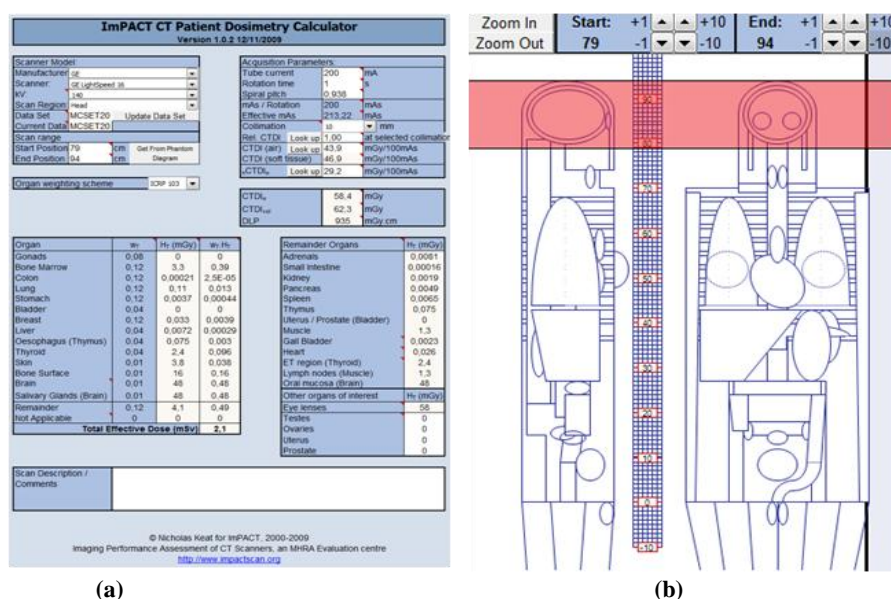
Página de simulação do programa de *software* ImPACT-CT (a) e fantoma matemático do programa (b)
